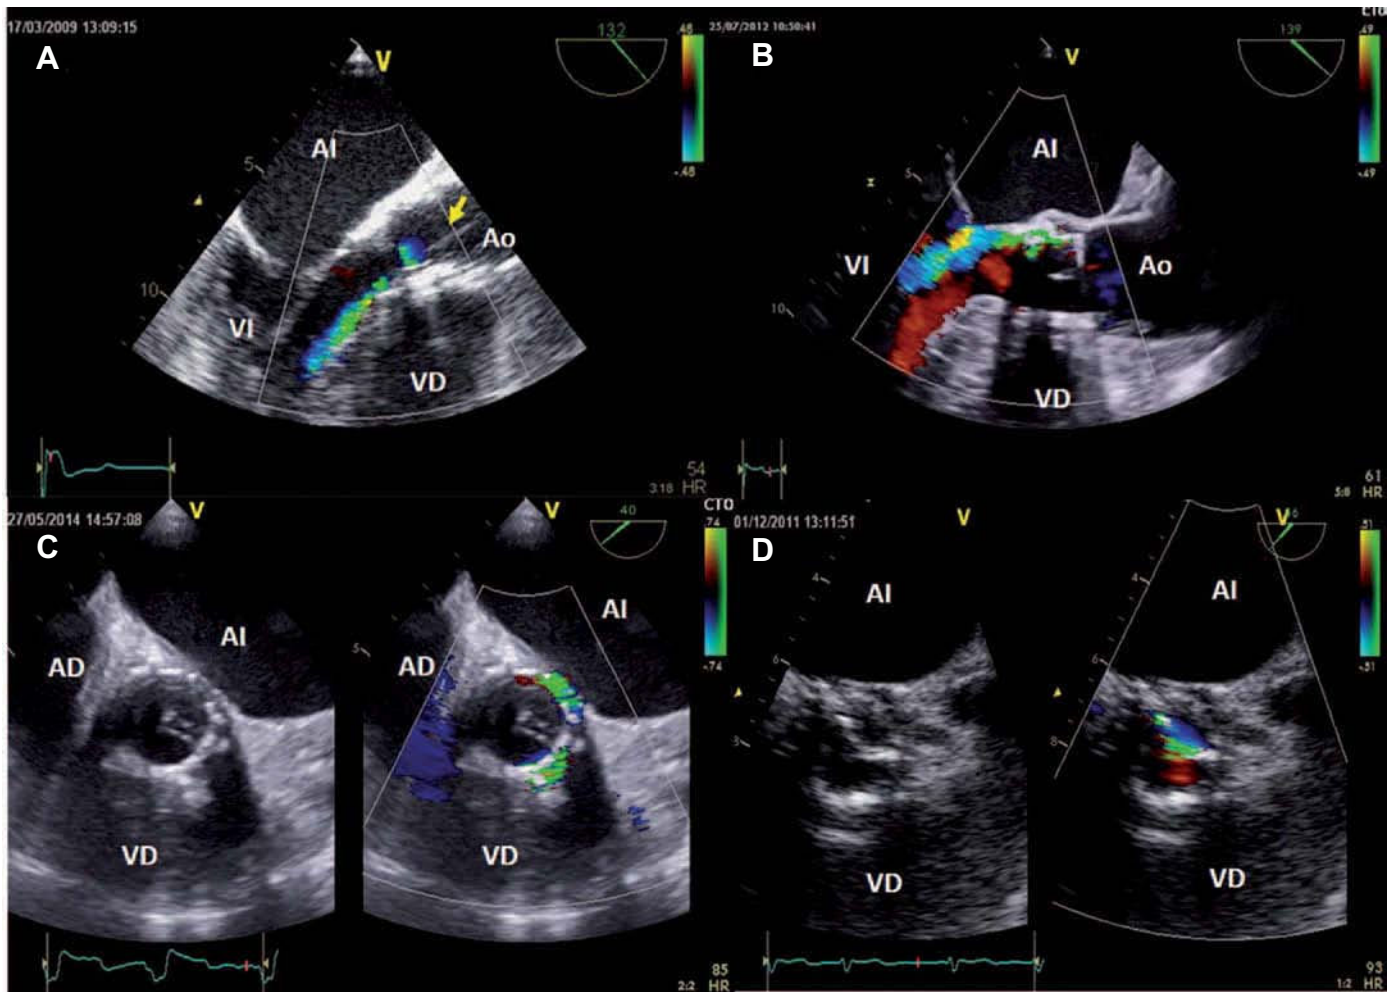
Ecocardiografía transesofágica tras el implante. A: plano longitudinal; fuga intraprotésica significativa y catéter atravesando la prótesis (flecha); dicha fuga desapareció al retirar el catéter. B: plano longitudinal; se observa una fuga periprotésica con trayecto entre el *stent* de la prótesis y el velo anterior mitral. C: plano transversal; los velos ocluyen el orificio de la prótesis en diástole; a la derecha se observa una turbulencia que afecta a más de una cuarta parte del perímetro de la prótesis y corresponde a fuga periprotésica. D: plano transversal; en diástole se observa turbulencia diastólica correspondiente a una fuga intraprotésica en relación con el mal despliegue de uno de los velos de la prótesis. AD: aurícula derecha; AI: aurícula izquierda; Ao: aorta; VD: ventrículo derecho.
